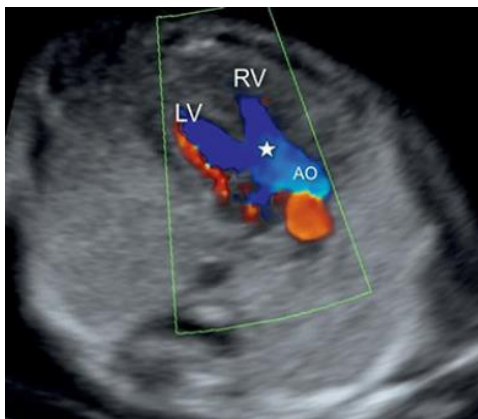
Corte 4 cámaras Doppler. 14 SG. La estrella marca la superposición de la aorta dilatada sobre el defecto septal ventricular
